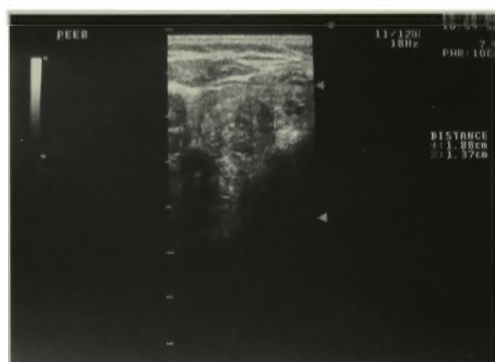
УЗИ щитовидной железы. Диффузное увеличение щитовидной железы, узловое образование правой доли (узловая гиперплазия аденома)
